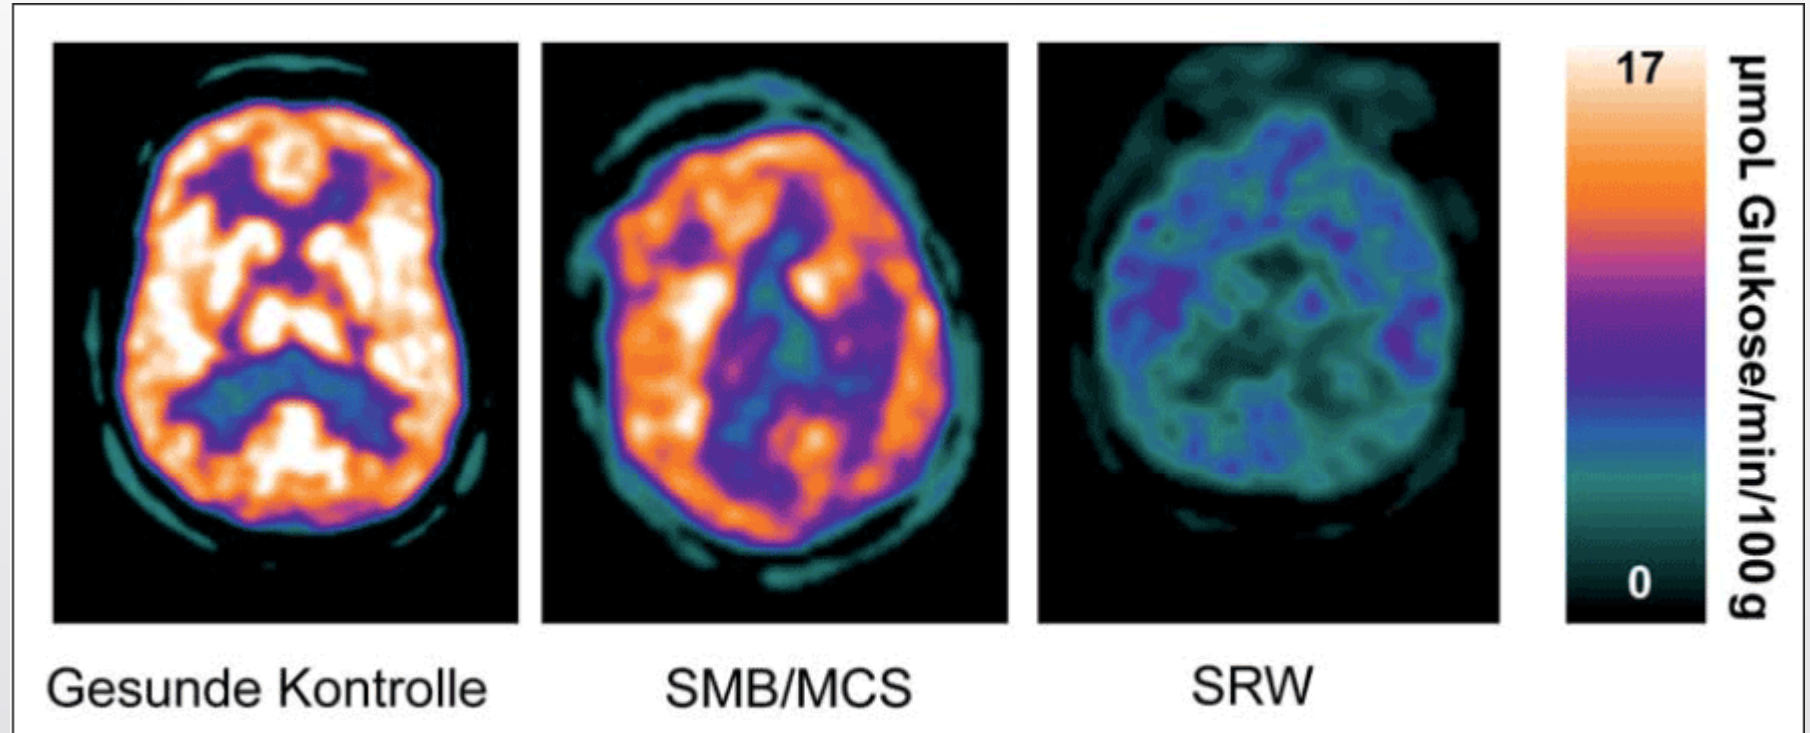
Methoden zur Bewusstseinsdiagnostik. Fluordesoxyglucose-Positronenemissionstomographie (FDG-PET) des Gehirns einer gesunden Kontrolle (links), eines Patienten im Syndrom des minimalen Bewusstseins (SMB/MCS, Mitte) und eines Patienten im Syndrom der reaktionslosen Wachheit (SRW, rechts). Die erheblichen Unterschiede des kortikalen Glukosemetabolismus (Gelb-/Rottöne entsprechen intensivem Glukosestoffwechsel) sind gut zu erkennen (absolute Glukosequantifizierung in $\mu\text{mol Glukose}/\text{min}/100 \text{ g}$).
